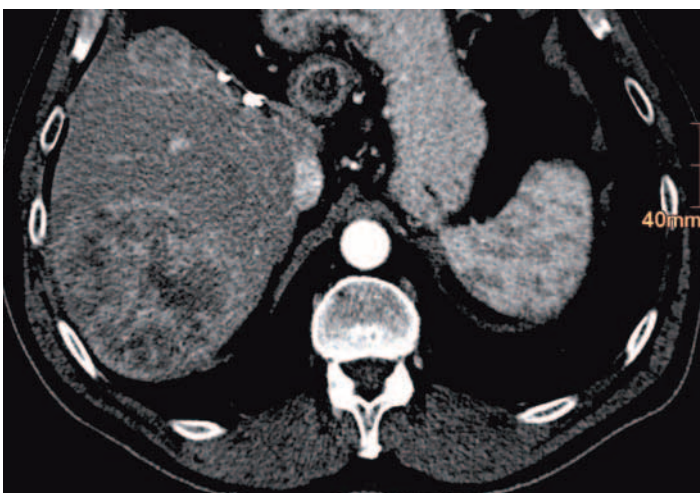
Planungs-CT: 67-jähriger männlicher Patient mit Zustand nach linksseitiger Hemihepatektomie bei HCC mit HCC-Rezidiv (3 cm Durchmesser) am vorderen Resektionsrand sowie neu aufgetretenem HCC im Segment VII (10 cm Durchmesser). Die HCCs kommen dabei in der arteriellen Phase hell (hyperdens, hypervaskularisiert) zur Darstellung
